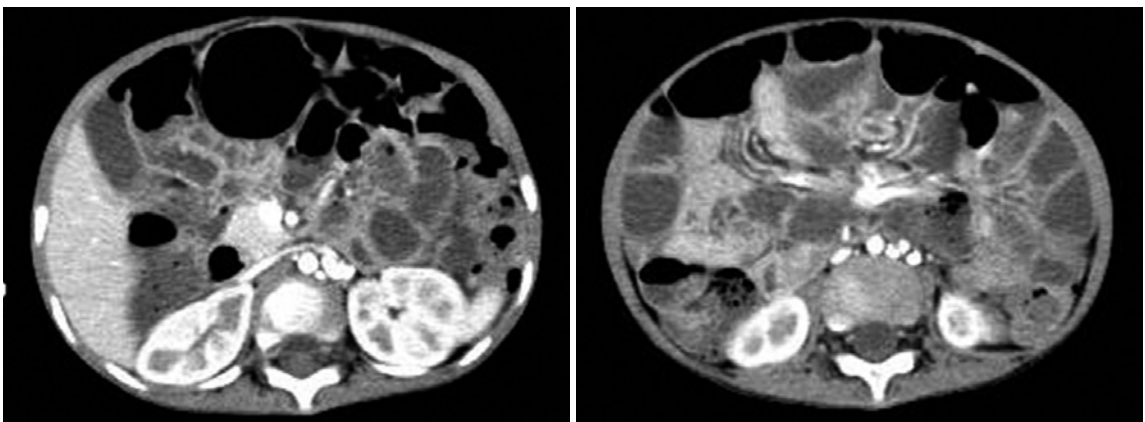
Abdominal computed tomography after chemotherapy in case 1. Because the size of metastatic lymph nodes had become smaller, laparoscopic resection of adrenal tumor and lymph node metastases was performed. a | b
